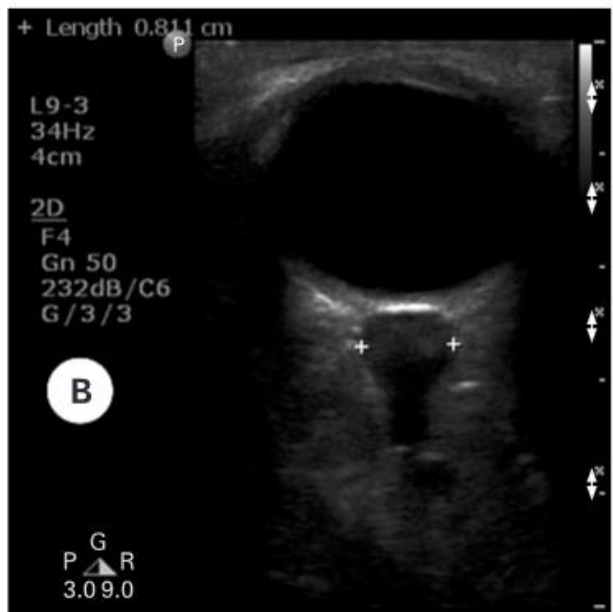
( A) Tomografía computarizada de la cabeza de un paciente con un gran hematoma epidural derecho que causa compresión de los ventrículos laterales y hernia subfalcial. (B) Ecografía del nervio óptico del mismo paciente. El diámetro de la vaina del nervio óptico aumenta significativamente (8,11 mm). Tenga en cuenta el bulbo configuración del segmento anterior expandido de la vaina del nervio óptico.
